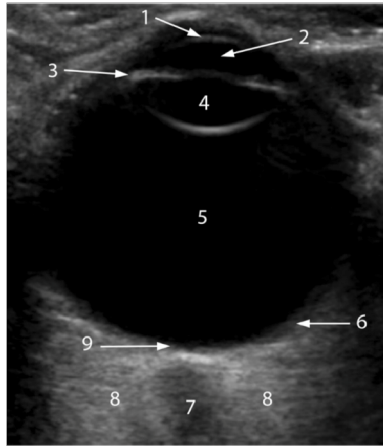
Imagen en ultrasonido de la órbita se identifican las siguientes estructuras, 1: Córnea 2: Cámara anterior 3: Iris 4: Vítreo 5: Cámara posterior 6: Complejo RCS 7:Nervio óptico 8: Grasa retro ocular 9: Papila, tomado de Insights Imaging (2016) 7:351–364, página 353
